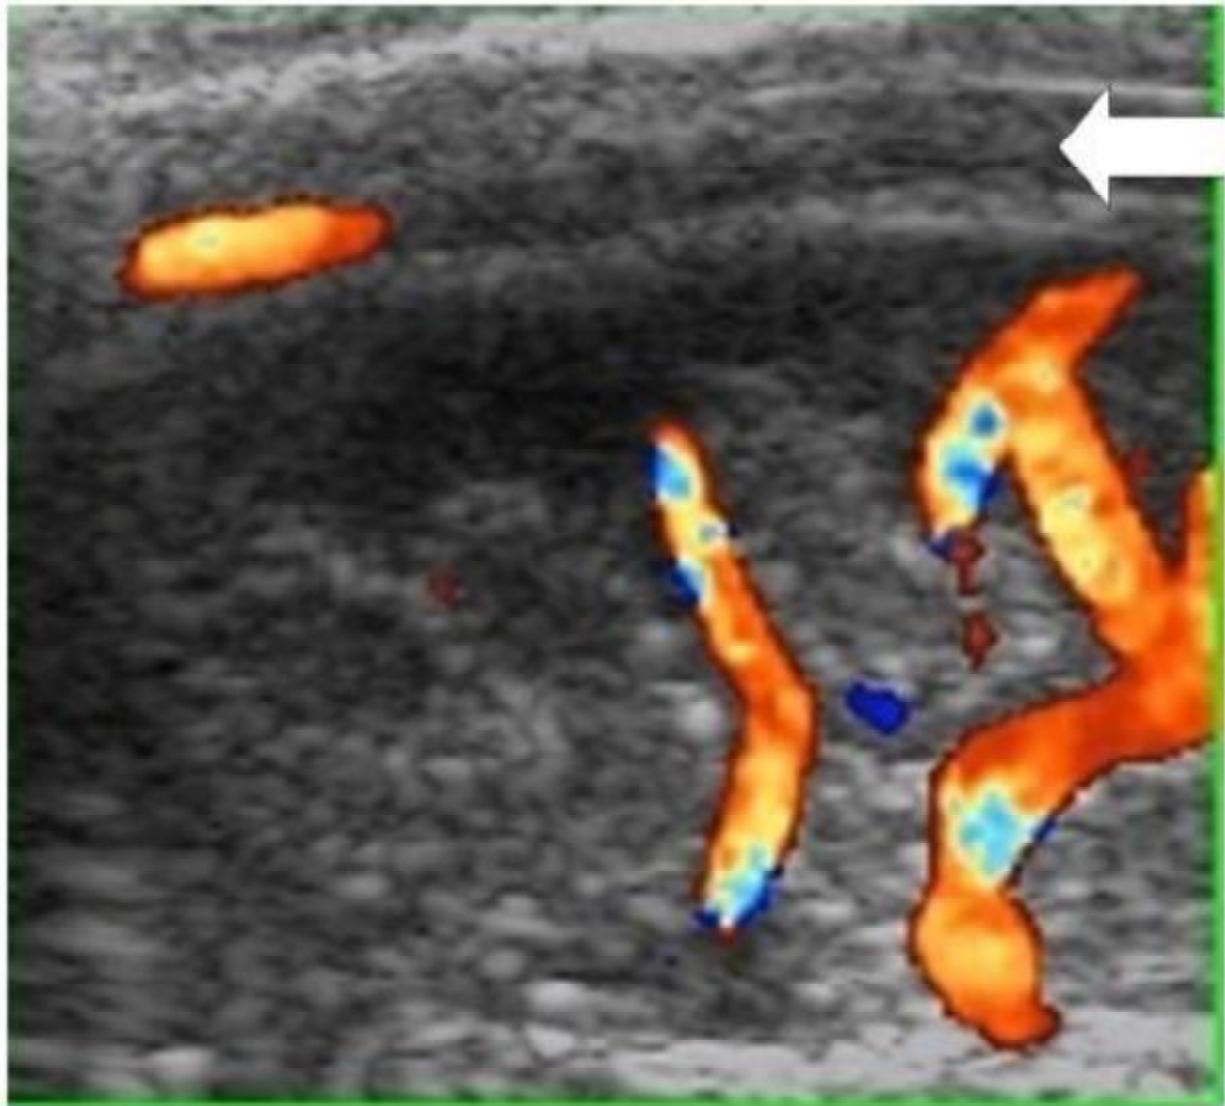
Echographie transfontanelle : Aspect échogène du thrombus au sein du sinus longitudinal supérieur et interruption du flux en Doppler couleur.
